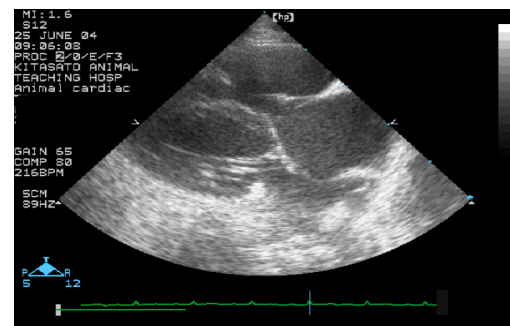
第 9 病日の心エコー検査所見。右心室の拡大はあるが、フィラリア虫体の存在は確認されなかった。
